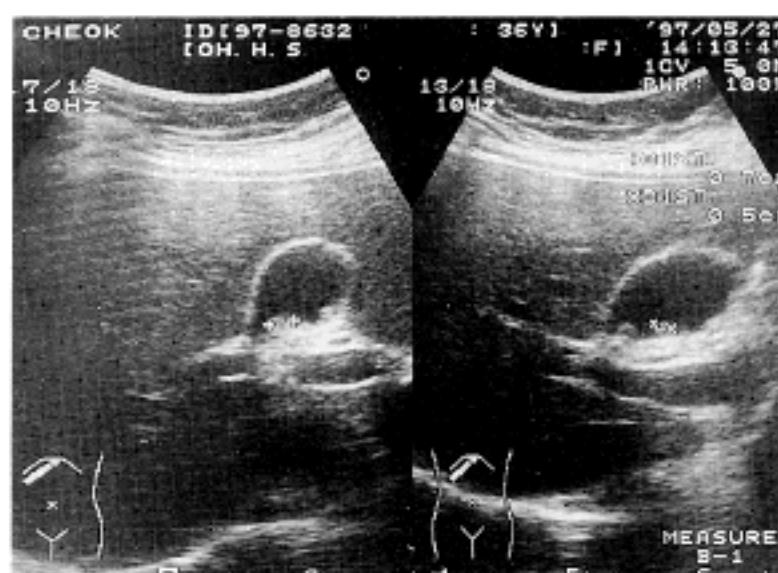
Abdominal sonogram: two gallbladder polyps size; 5 mm, 7 mm.
